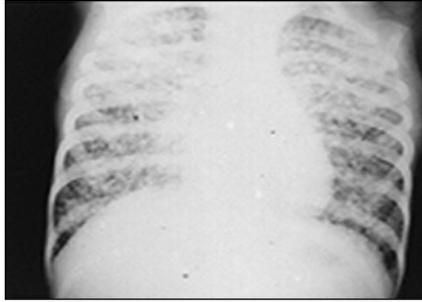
Varón de tres años que consultó por síndrome febril prolongado y mal progreso de peso. Sin síntomas respiratorios ni neurológicos. Además del patrón miliar en la radiografía de tórax presentaba dos tuberculomas cerebrales.
